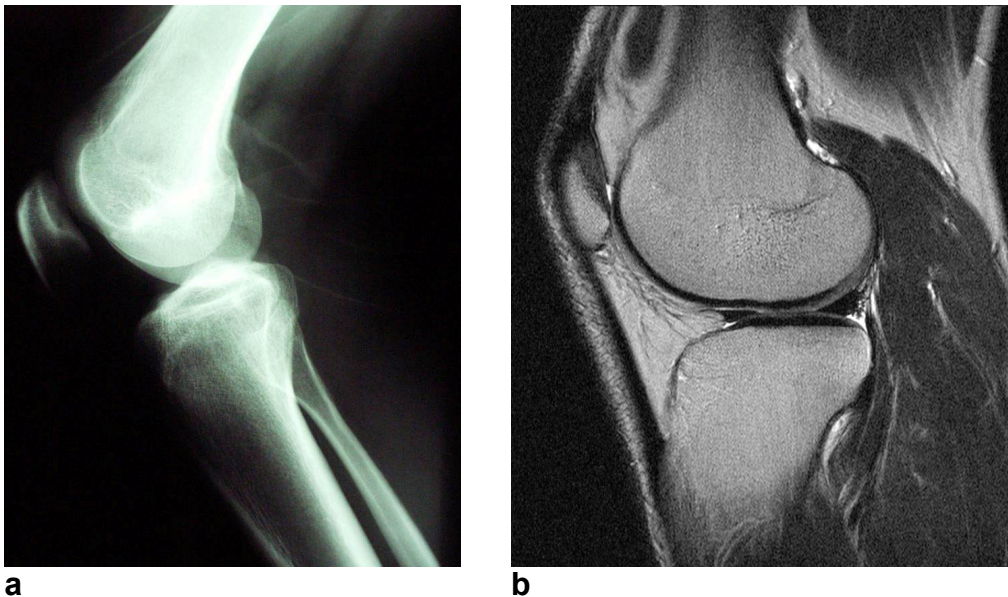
Darstellung eines Kniegelenks in bildgebenden Techniken: a: Röntgenaufnahme. b: MRT-Aufnahme.
